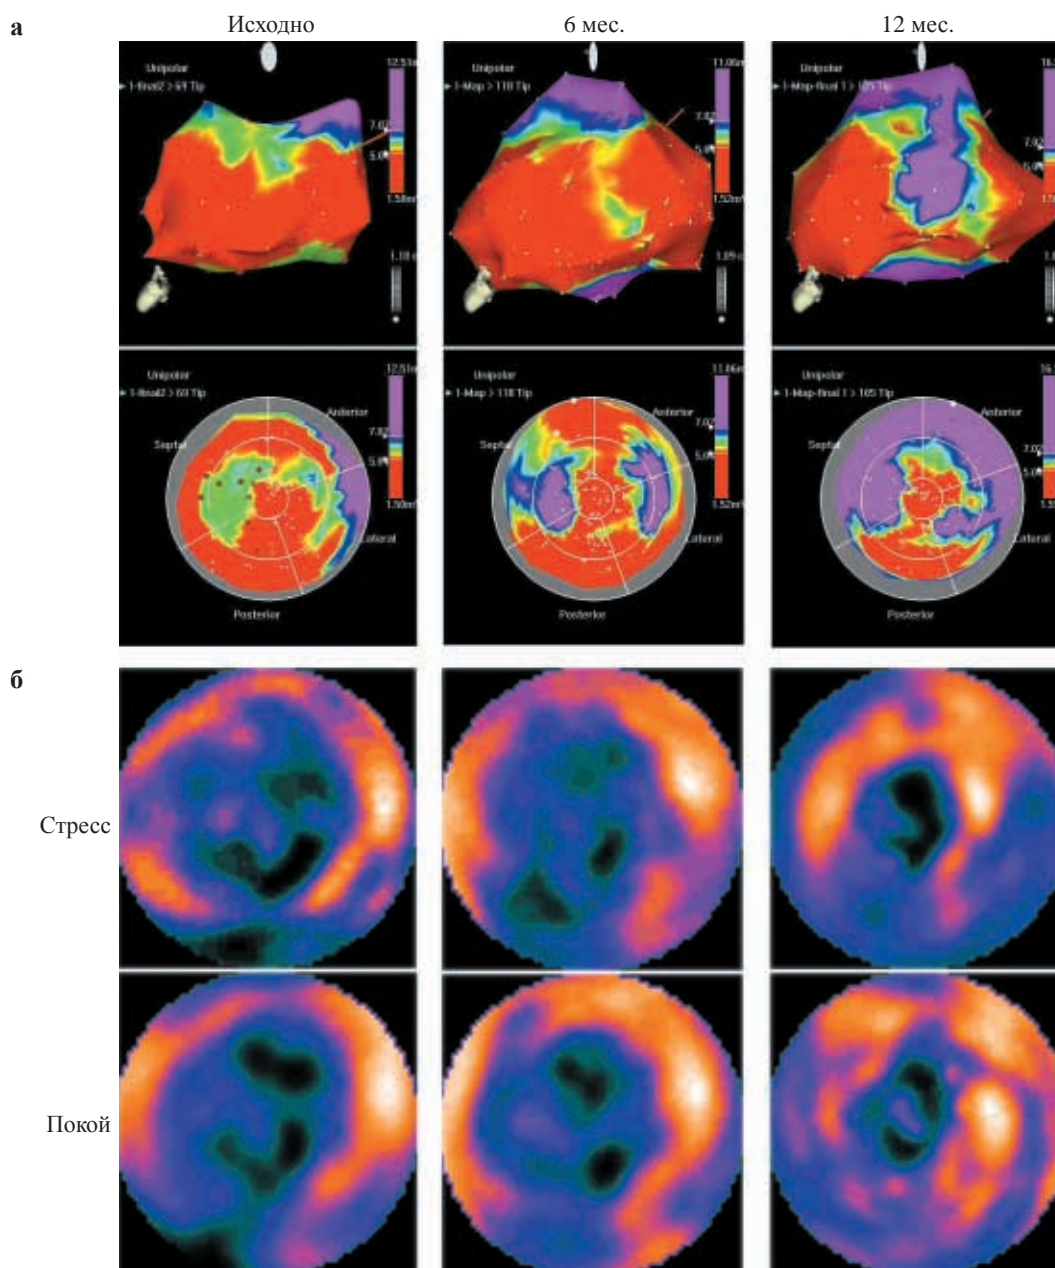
Результаты электроанатомического картирования (а) и двухэтапной сцинтиграфии (б)
